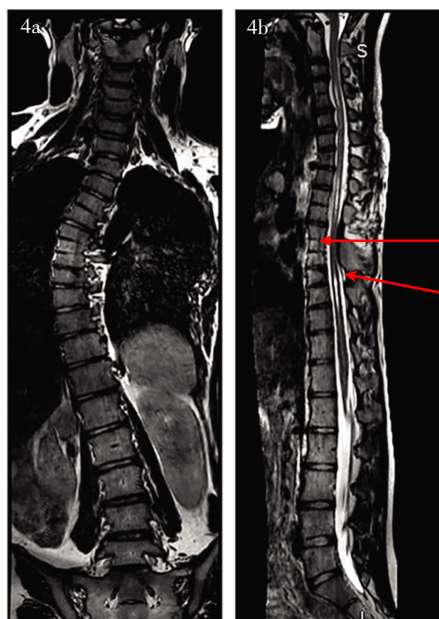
Three-dimensional MRI image of the whole spine based on compressed sensing technology
